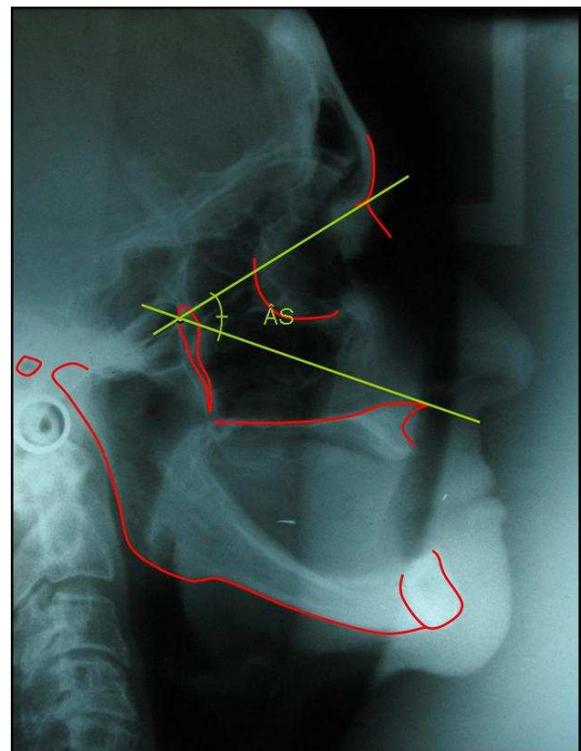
Análise cefalométrica sobre a Telerradiografia. Traçado do Ângulo Superior
